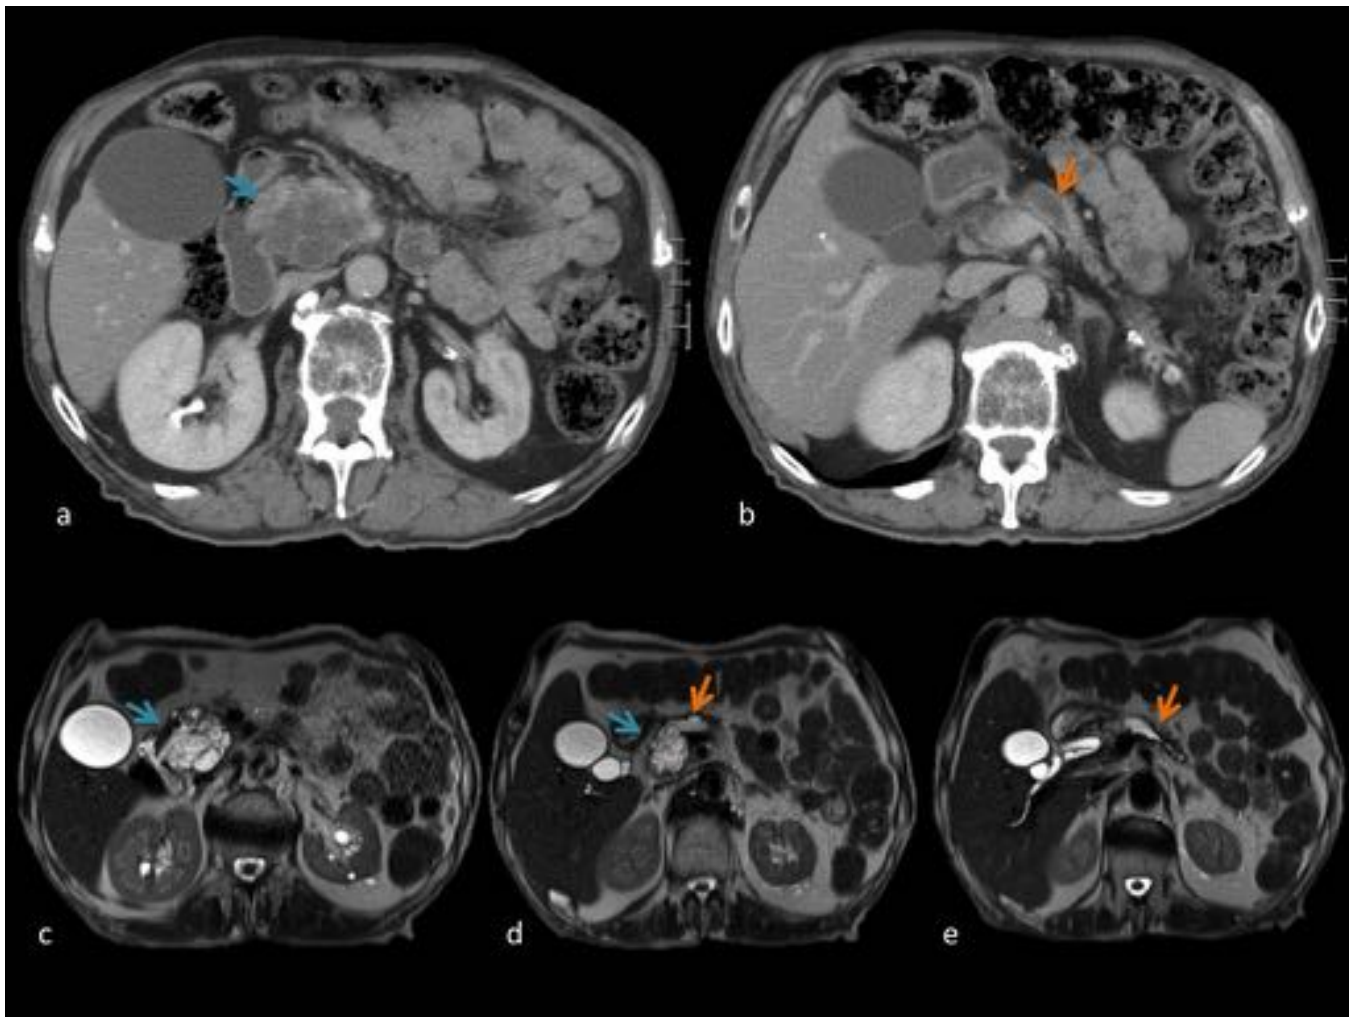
Mujer de 67 años. Lesión quística multiloculada en cabeza pancreática de gran tamaño (flecha azul) que comunica con el el conducto pancreático pincipal dilatado (flecha naranja), en relación con TMPI mixto, que presento degeneración maligna en la AP. a b. CT civ axial. c d e. T2 axiales.
